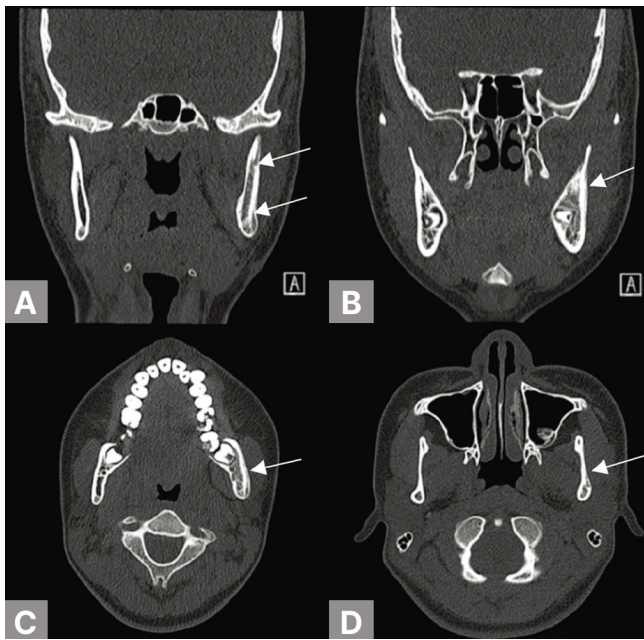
Facial computed tomographic images at 3 months after pamidronate treatment. A and B. Coronal views show decreased periosteal reaction in the mandibular angle and ramus regions with formation of a cortical bone lining. C and D. Axial views demonstrate the same reparative changes.
